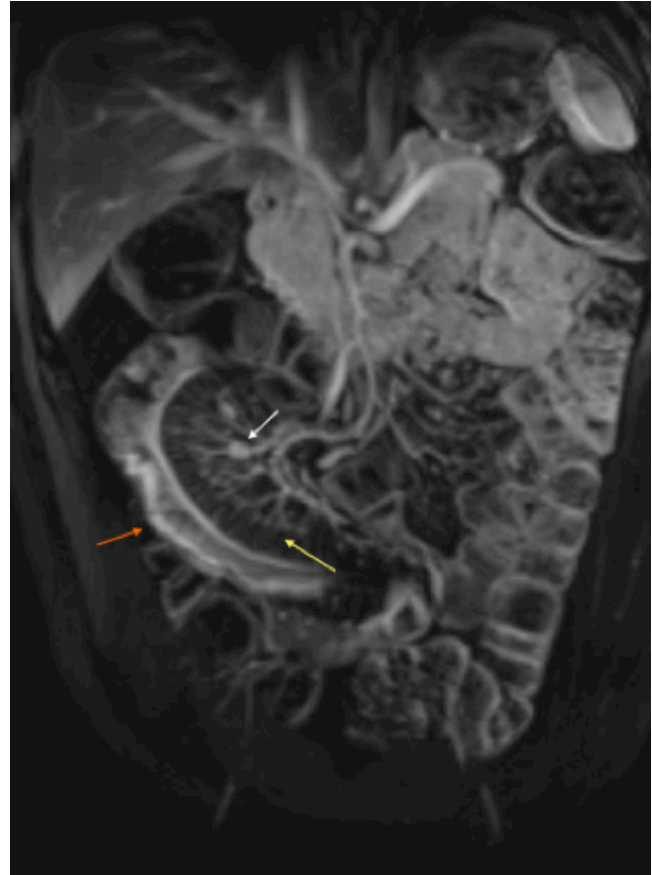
Adquisición coronal de RM, sustracción de secuencia ponderada en T1 con contraste. Se demuestra marcada impregnación parietal del íleon distal (flecha naranja), con hiperemia de la *vasa recta* en el mesenterio (flecha amarilla) que conforma el signo de la "peineta", asociado a linfonodos mesentéricos de aspecto reactivo (flecha blanca).
